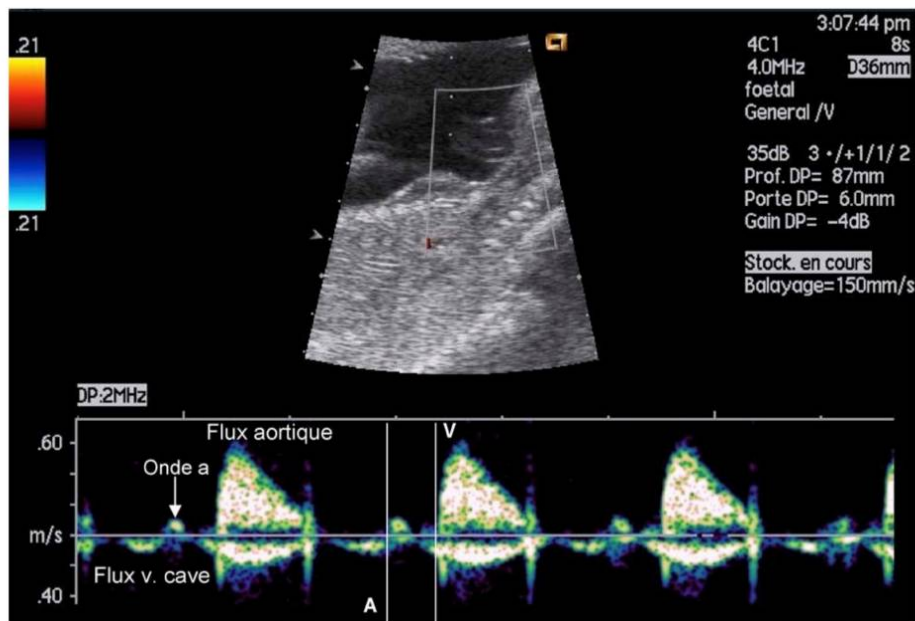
Mesure de l'intervalle AV par enregistrement Doppler des flux dans la veine cave supérieure et l'aorte ascendante (l'intervalle est délimité par deux traits verticaux) [74]
